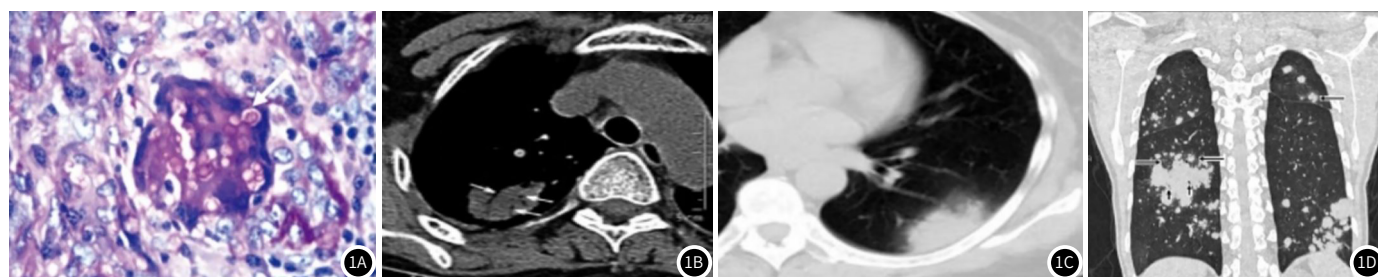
隐球菌；图1B CT平扫结节附近支气管充气征；图1C 肺隐球菌病晕征表现；图1D 多发结节周围磨玻璃影。
